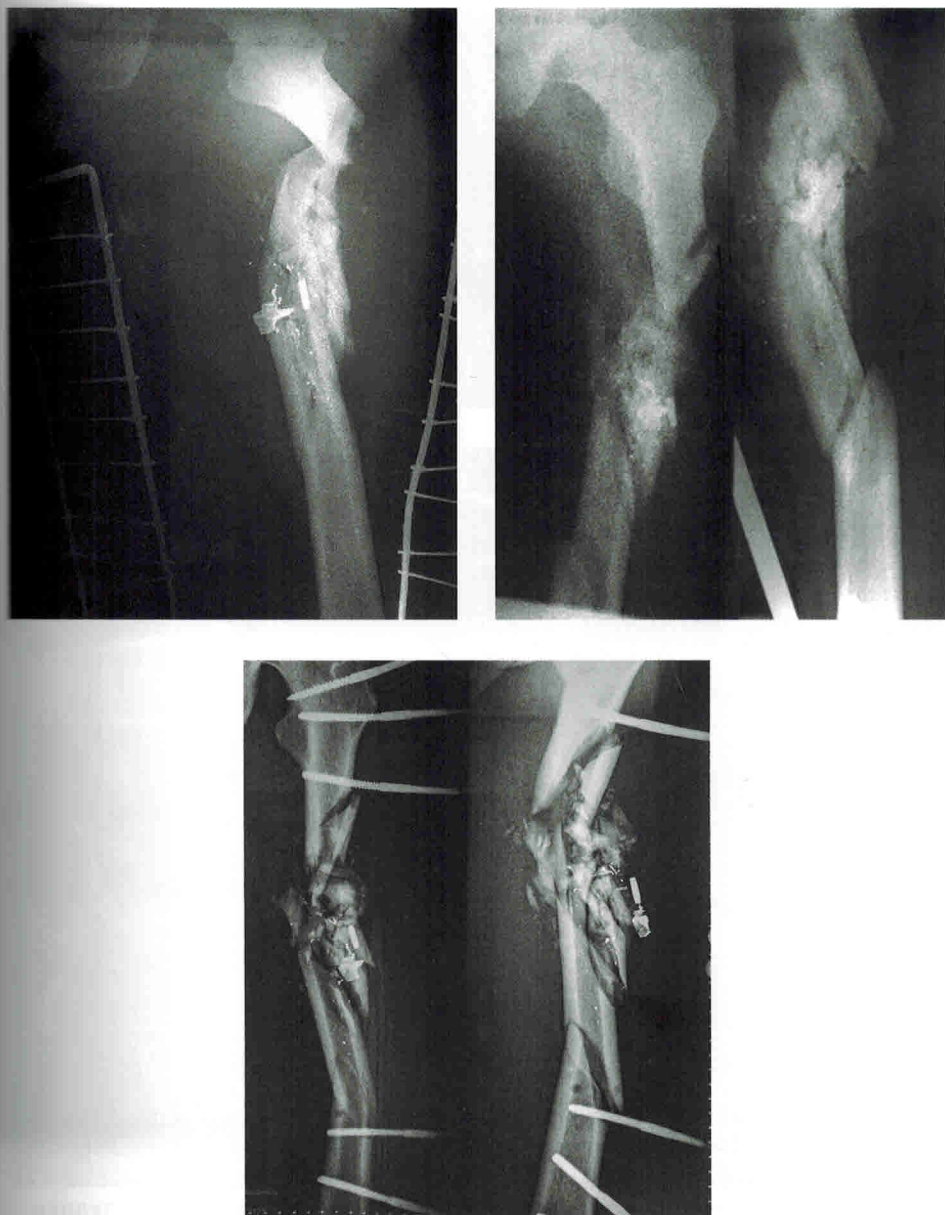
Рентгенограммы пациента с огнестрельным пулевым слепым ранением верхней трети бедра и оскольчатый переломом диафиза бедренной кости в ходе последовательной иммобилизации конечности шиной Крамера, системой скелетного вытяжения, одноплоскостным стержневым АНФ
